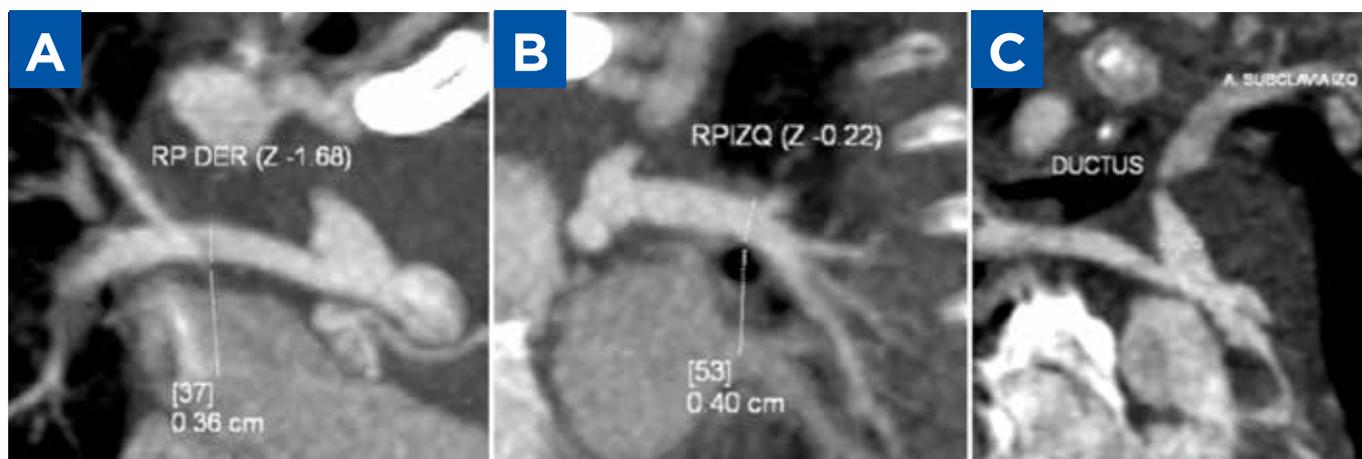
Tomografía computarizada de corazón y grandes vasos: ramas pulmonares derecha (A) e izquierda (B) con dimensiones en el límite inferior normal; (C) ductus arterioso persistente desde arteria subclavia izquierda hacia rama pulmonar izquierda.
